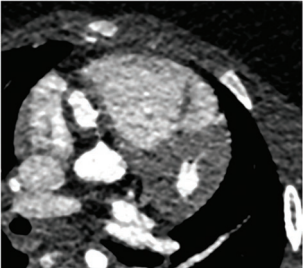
Angiotomografía coronaria: se visualiza aneurisma gigante en arteria coronaria derecha.
